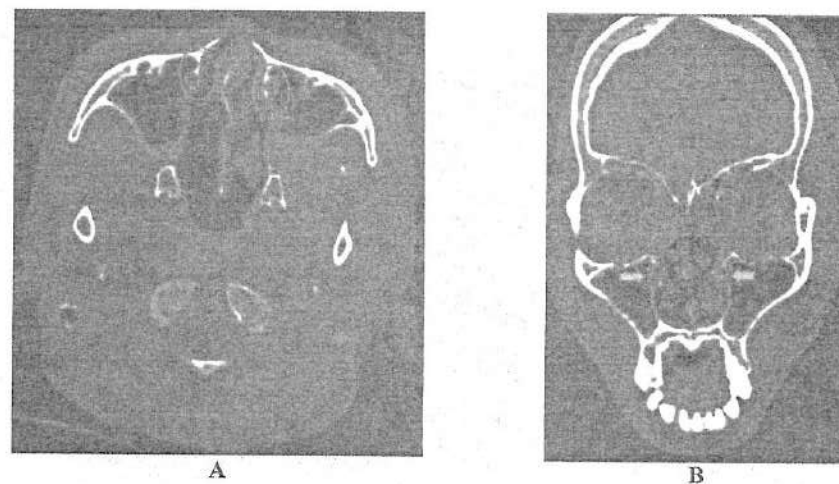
CT scan* selulitis orbita dengan komplikasi.
